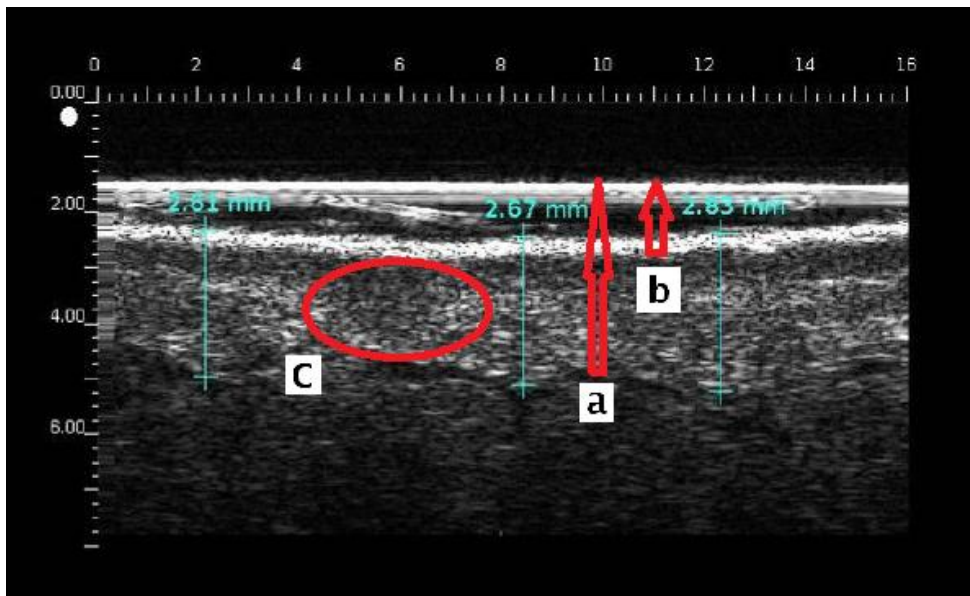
Échographie d'un LOM : a. Tissu sous cutané épaissie b. Peau épaissie c. image anéchogène en rayon de miel [70].
